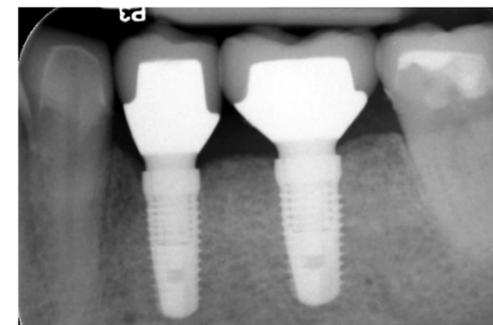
Die Röntgenkontrollaufnahme zeigt stabile knöchernen Verhältnisse und die präzise Passung der Rekonstruktion.
